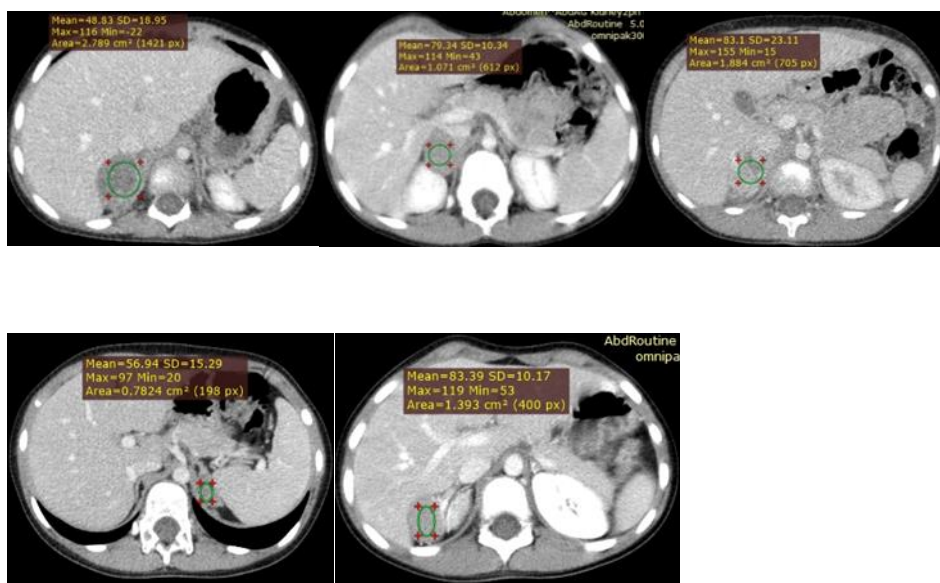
МСКТ в венозную фазу, аксиальная плоскость
